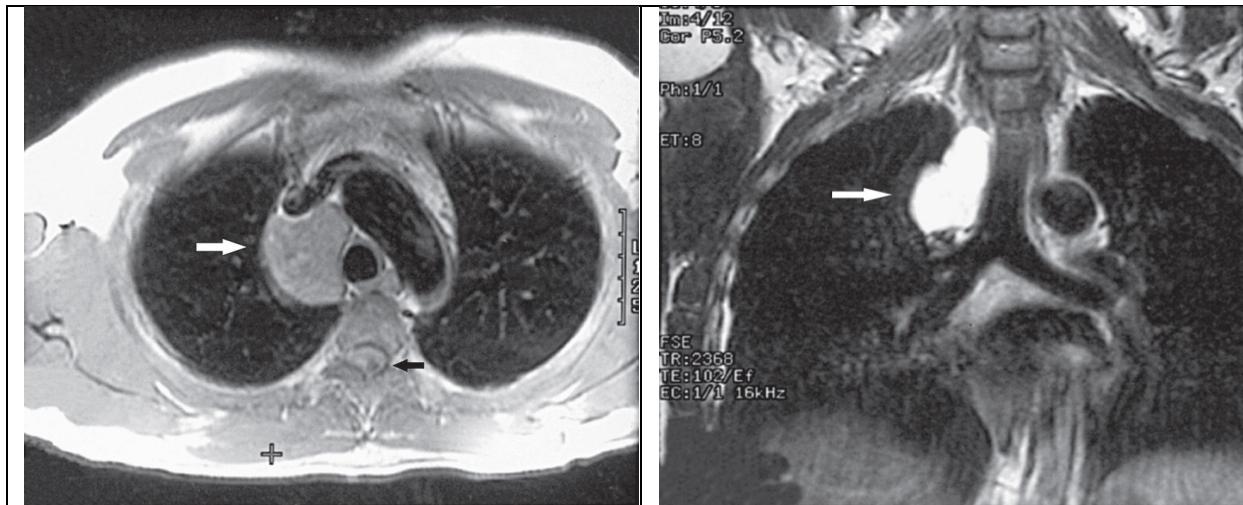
Coupe IRM axiale d'une séquence pondérée en T1 montrant une masse médiastinale para trachéale apparaissant en signal intermédiaire.
